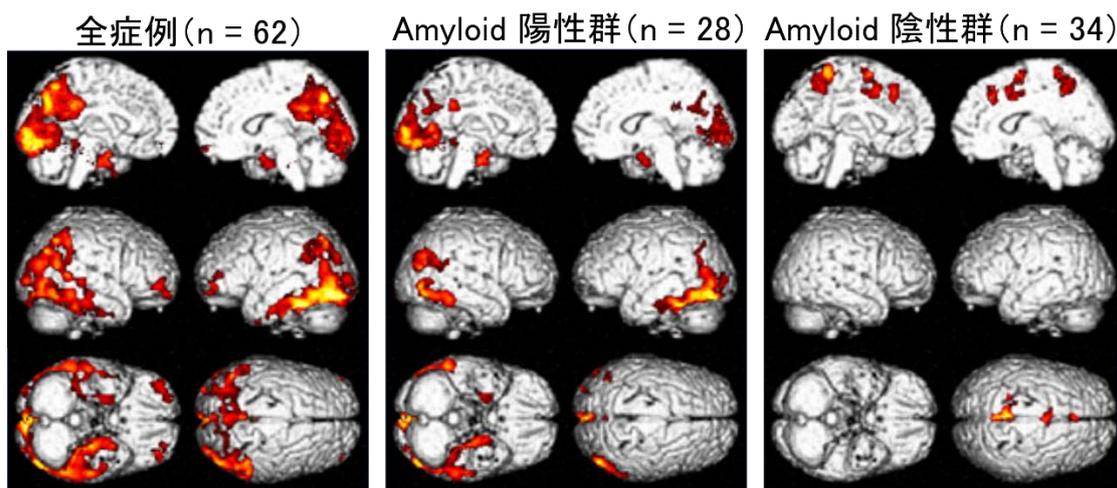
VSRAD score と有意な相関のある THK の集積部位 (THK-PET 画像)
